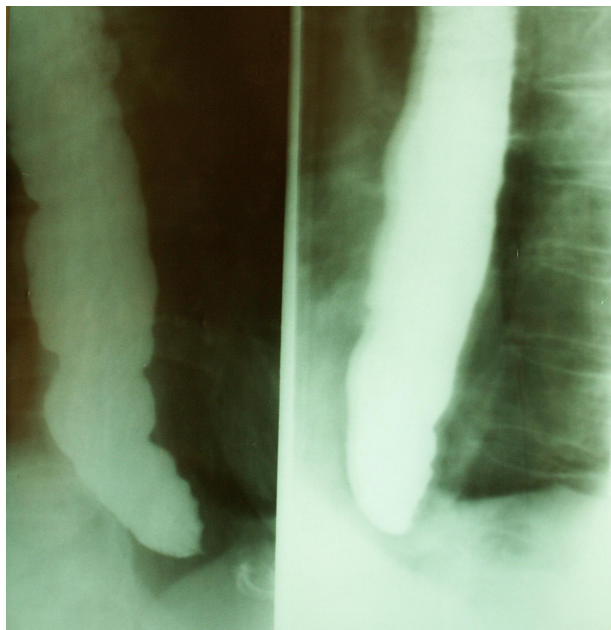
Рентгенограмма больного Г. 45 лет до операции
